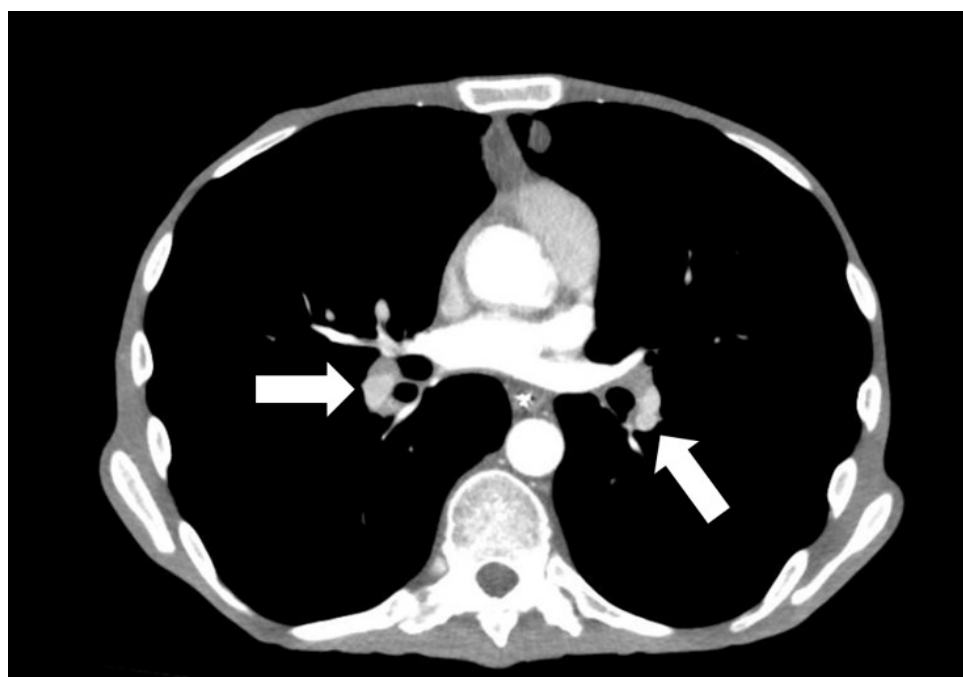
Chest computed tomography: enlarged mediastinal lymph nodes
